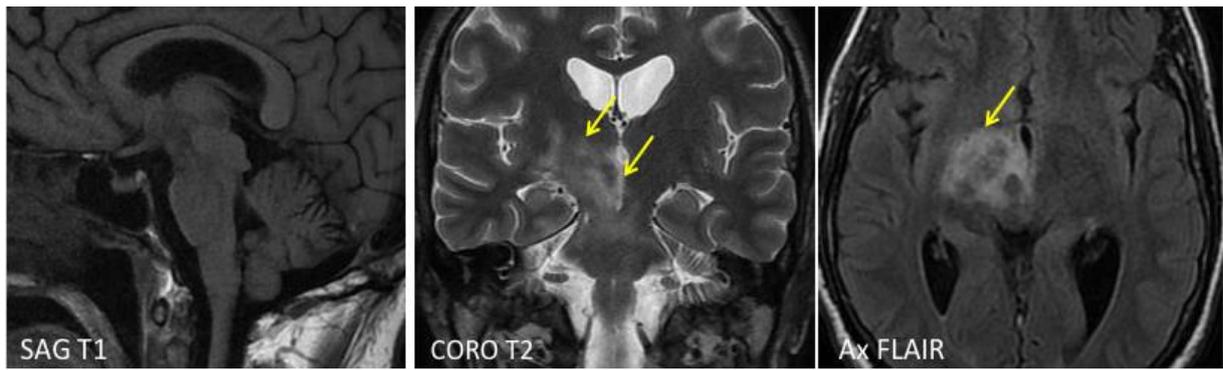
IRM encéphalique : lésion confluyente en hyposignal T1, hypersignal T2 et flair (flèche) sans restriction de la diffusion intéressant le pédoncule cérébral droit, le mésencéphale et la capsule interne droite avec prise de contraste nodulaire (tête de flèche) chez un homme de 32 ans, présentant une uvéite bilatérale et aphtose bipolaire récidivante (143)
